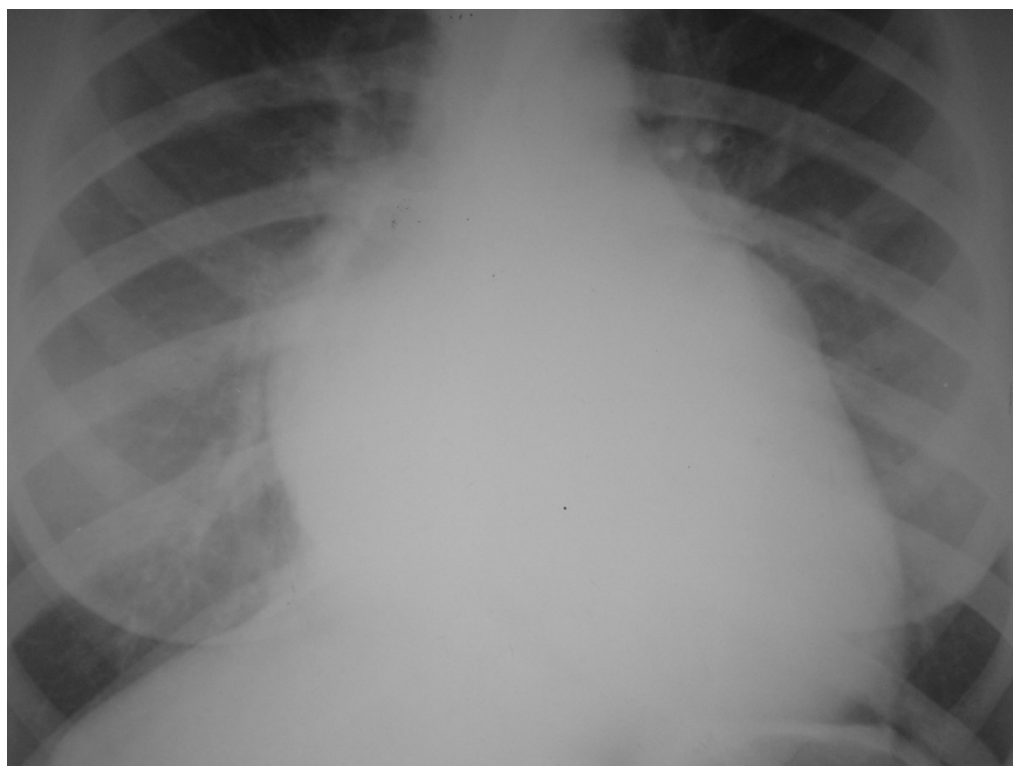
Рентгенологическая тень сердца. А – норма; Б – гидроперикард.
